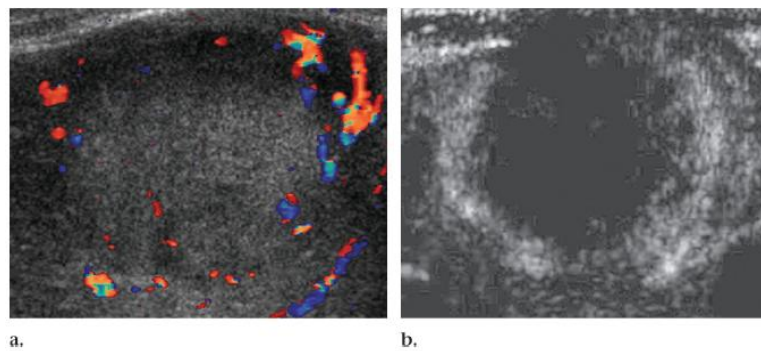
Imágenes axiales mediante CEUS de un varón de 50 años que muestra la apariencia típica de una metástasis; A) US basal con *doppler* que muestra una lesión heterogénea con presencia de vascularización periférica; B) 60 seg. tras la administración del medio de contraste ecográfico, con el centro de la lesión hipocogénico [171].
